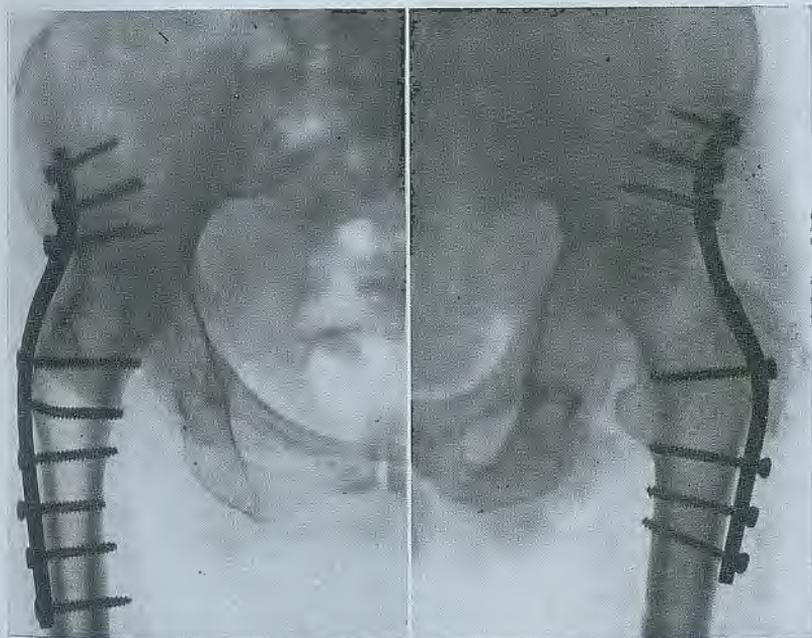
J. V. G. 53 años, mujer, artrosis de cadera derecha. Radiografía a los 7 meses de la operación. Obsérvese que las trabéculas óseas cruzan del fémur al iliaco sin solución de continuidad.
